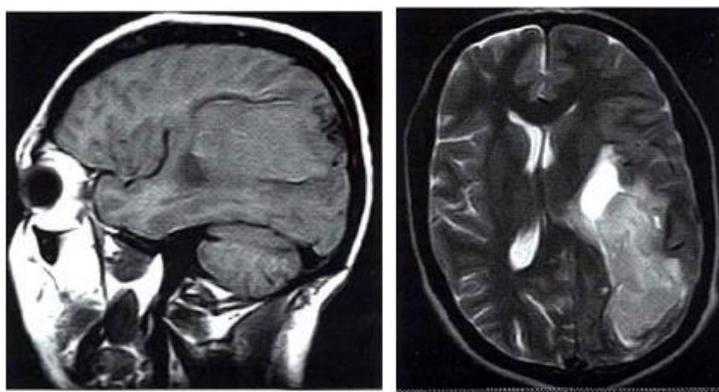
Resonancia magnética, Hematoma hiperagudo, isointenso al parénquima en T1, discretamente hiperintenso en T2.
